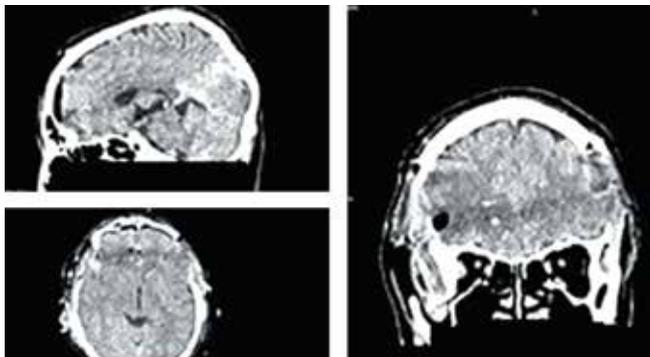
Компьютерная томография пациента Н. после операции: кровоизлияния по ходу раневого канала; смещения срединных структур, отека мозга нет
